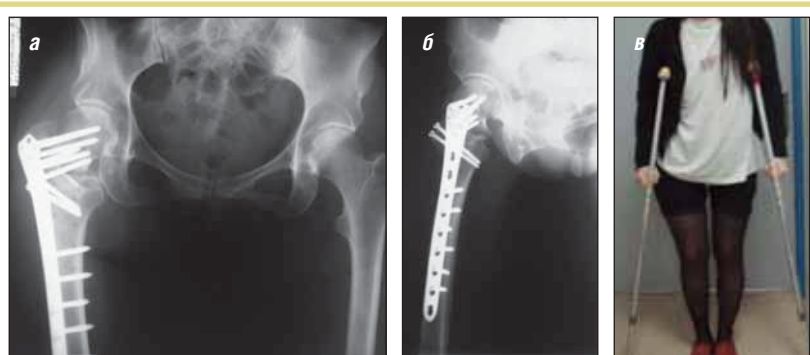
Пациентка Ф., 38 лет, после операции удаления металлоконструкций, корригирующей остеотомии, реостеосинтеза застарелого чрезвертельного перелома проксимального отдела правой бедренной кости пластиной LCP DF с костной аутопластикой: а, б – рентгенограммы проксимального отдела правой бедренной кости; в – пациентка на 7-е сутки после операции
